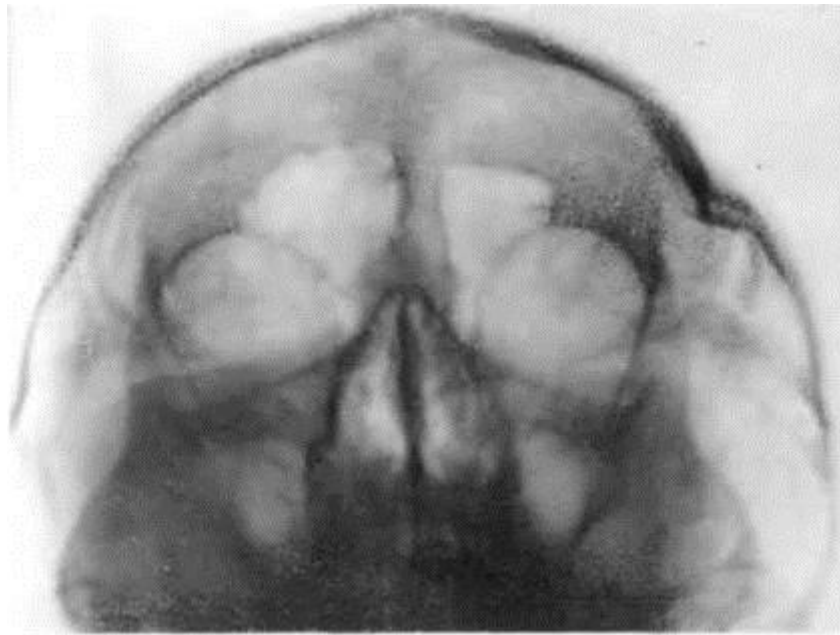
Рентгенограмма черепа в атипичной боковой проекции. Оскольчатый раздробленный перелом теменно-затылочной области<sup>1</sup>
